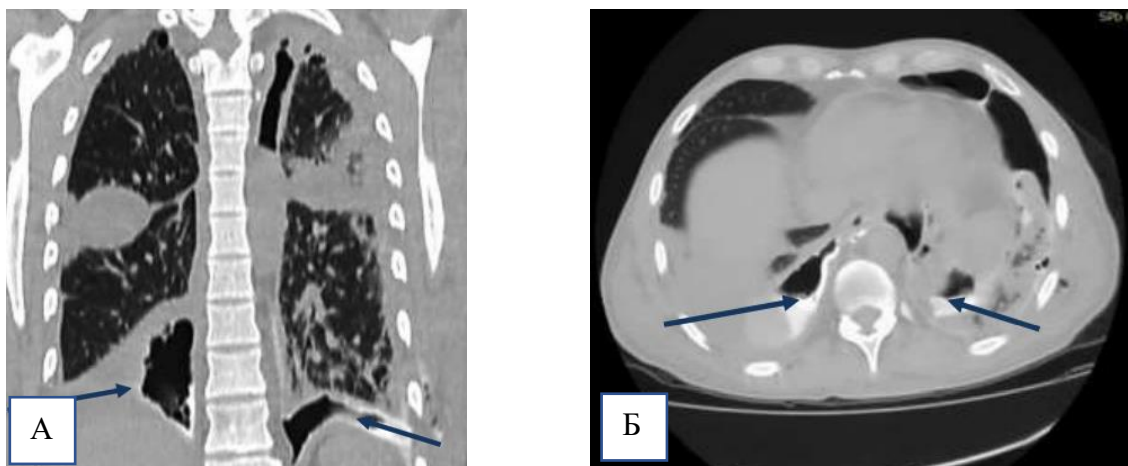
СКТ груди, выполненное у пациента К.: А – сагиттальный срез, Б – аксиальный срез на уровне нижней трети пищевода. Стрелками указан затек контрастного вещества в плевральные полости, двухсторонний гидропневмоторакс
